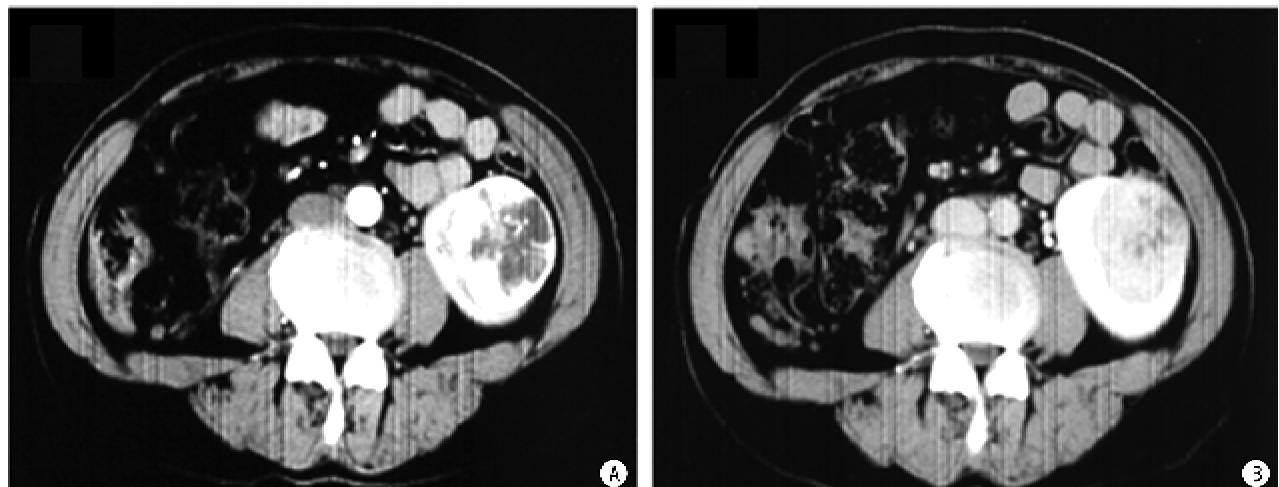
先天性孤立肾,无痛肉眼血尿后检查发现左肾肿瘤,图A、图B提示左肾肿瘤,术中试验性阻断肾段动脉,经超声检测阻断效果不佳,遂阻断肾动脉主干
